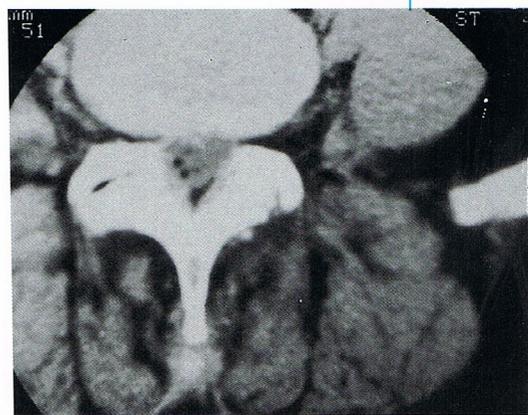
Vide intra kystique en TDM ; noter le vide articulaire postérieur associé.
